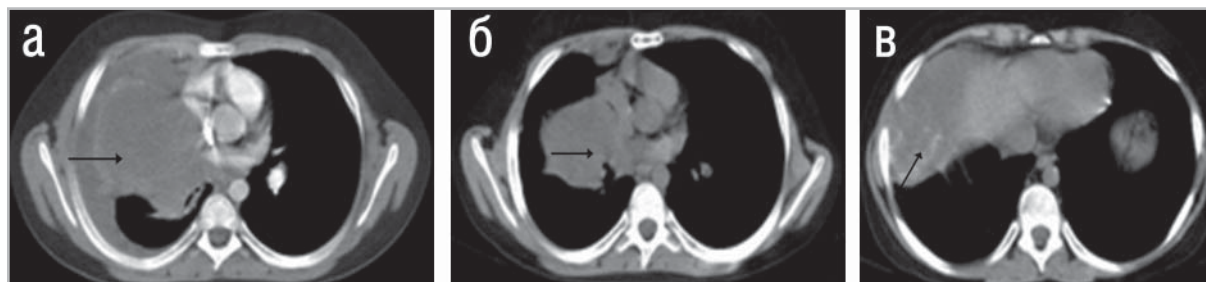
На компьютерных томограммах органов грудной клетки (А) в правом легком определяется образование мягкойтканной плотности, неоднородной структуры; на компьютерных томограммах спустя 1мес. (Б) выявляется сокращение размеров образования и появление участков кальцинации (В) в структуре опухоли (стрелки).
